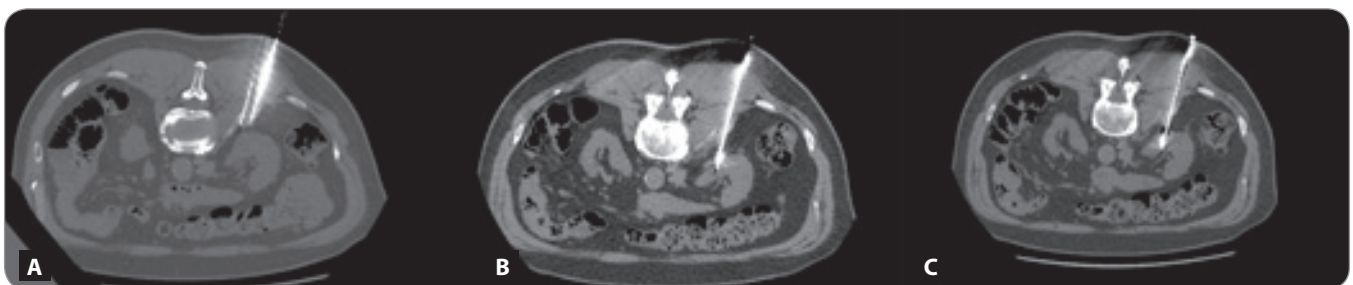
CT axial scan showing the coaxial needle advancement into the retroperitoneal space, between the right psoas muscle and the right moiety of the kidney, followed by hydrodissection with diluted contrast medium (A); non-contrast axial CT scan showing the percutaneous access of the microwave probe into the renal cell carcinoma mass (B, C).
